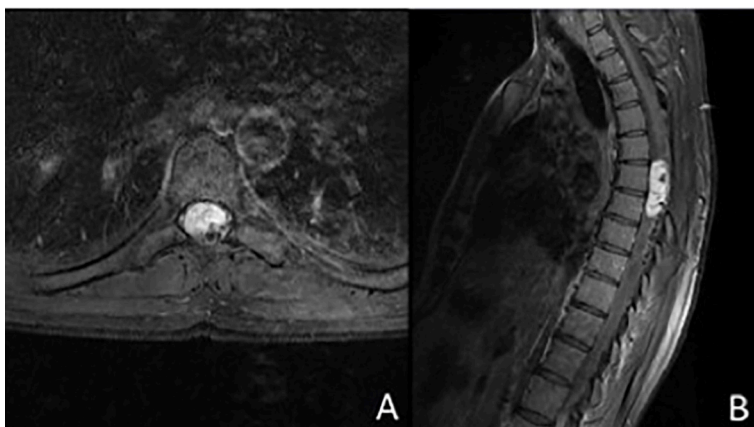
RM de columna dorsal con contraste, en la que se observa un realce intenso de la lesión. A) Corte Axial, B) Corte Sagital.
